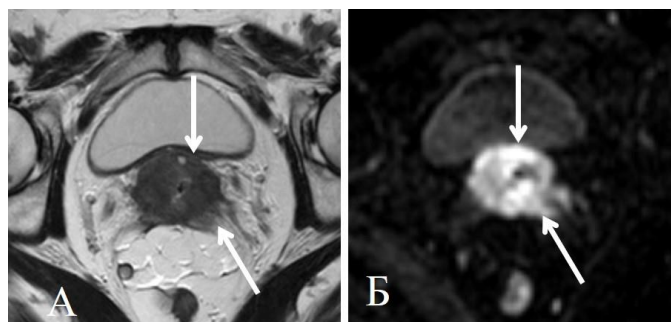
Истинная инвазия параметрия. На T2ВИ (А) отмечается тяжистость и дополнительный компонент в переднем и заднем параметрии (стрелки), ограничивающий диффузию (Б)
